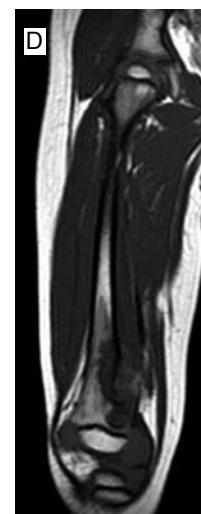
Radiología simple que muestra patrón heterogéneo con reacción cortical y áreas radiolúcidas en la cavidad medular del fémur distal; hay aumento de volumen de los tejidos blandos (a). Gammagrafía ósea:^{7,8,9} se observa captación intensa del radiofármaco en la región anteromedial del fémur con aumento de volumen de la estructura ósea (b). Resonancia magnética: se observa la lesión destructiva del hueso en la región submetafisiaria del fémur con afectación a los tejidos blandos (c).
